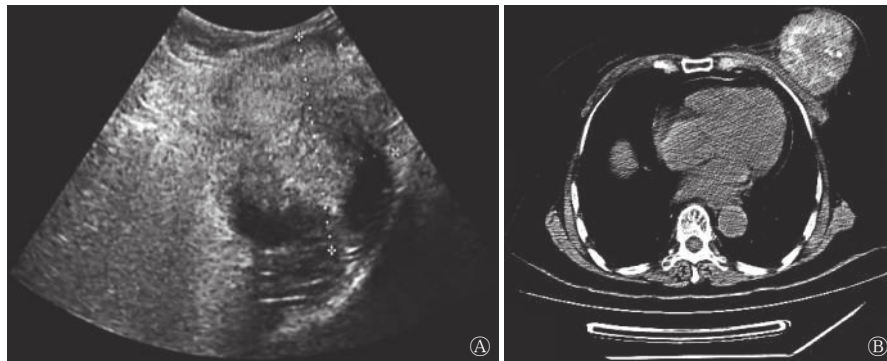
原发性乳腺骨肉瘤患者(女性, 83岁)的超声和CT图 图中, A: 超声示囊实混合性团块, 内见强回声斑; B: CT示左乳见浅分叶软组织肿块影, 密度不均, 其内见散在点状、斑片状高密度影及中心片状稍低密度影
